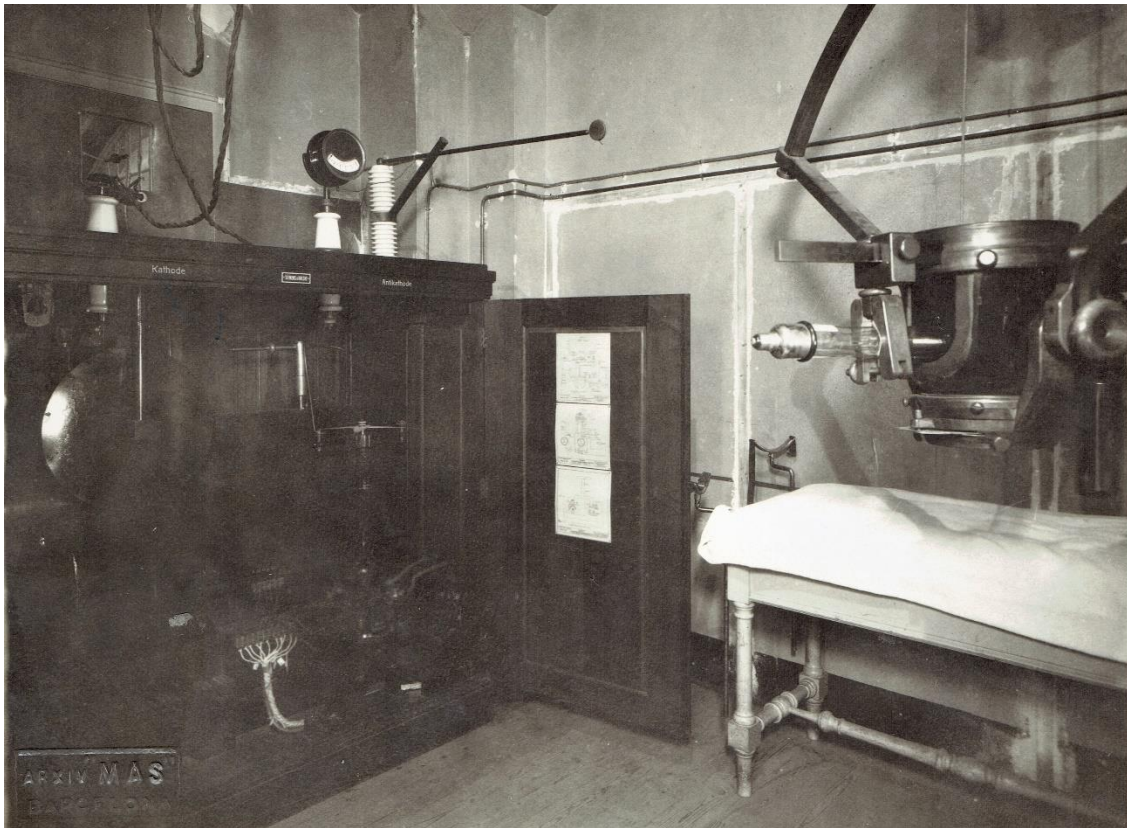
Aparato de radioterapia de ortovoltaje. Hospital Clínico de Barcelona. Década de 1920. Servicio de Roentgenología. Dr. C. Comas
